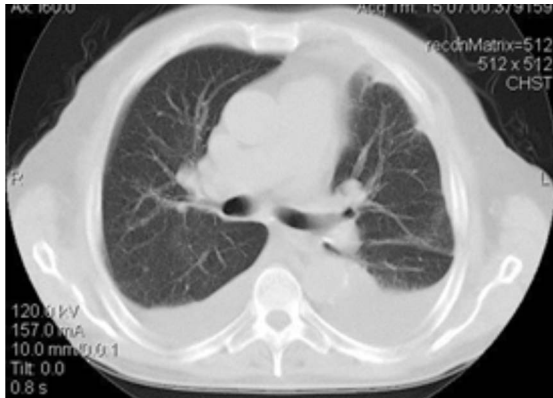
Мультиспиральная компьютерная томография легких. Картина двустороннего гидроторакса
